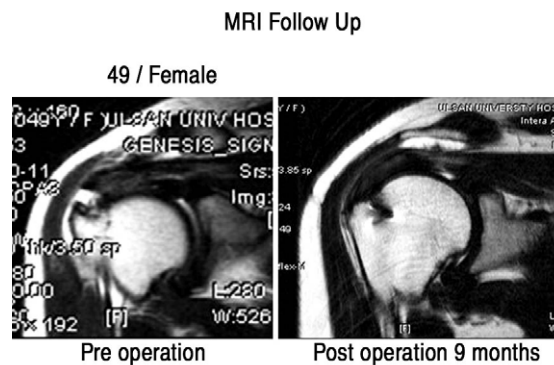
MRI which was checked at preoperation period and follow up 9 months after operation in 49 year old female shows complete healing of rotator cuff tear.
